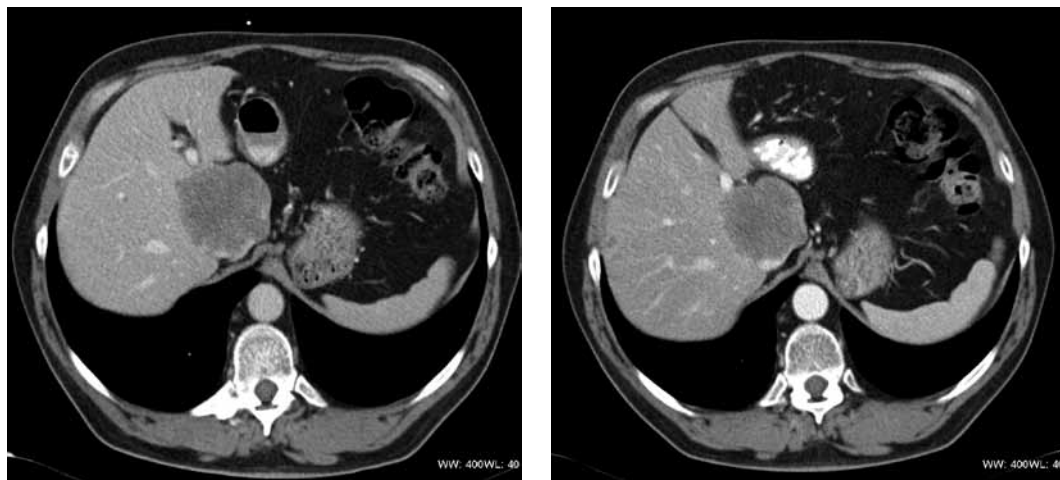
Paciente con metástasis hepática que ha recibido tratamiento quimioterápico. El tiempo transcurrido entre las dos imágenes es de 3 meses. Estudio TC dinámico convencional que muestra estabilidad en el tamaño de la lesión hepática sin poderse valorar cambios en la perfusión que añadan información de la respuesta al tratamiento.
